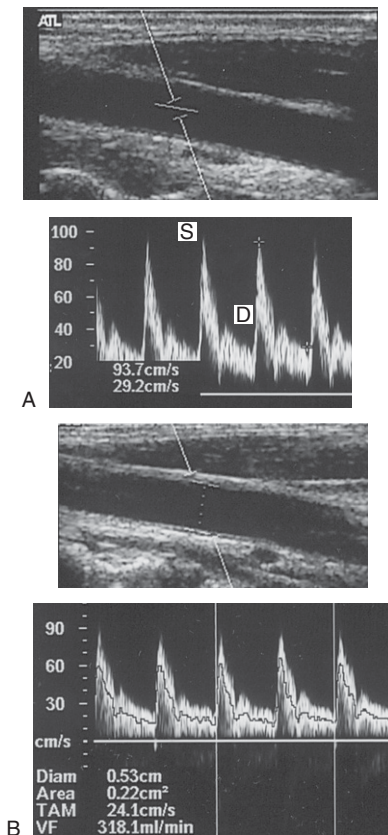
A: Das Dopplerspektrum zeigt die Messung der maximalen systolischen Spitzengeschwindigkeit *S* und der maximalen enddiastolischen Geschwindigkeit *D*. B: Die mittlere Strömungsgeschwindigkeit (dargestellt durch die schwarze Linie) lässt sich aus dem Dopplerspektrum errechnen. Mit einem großen Messfenster kann die Flussgeschwindigkeit sowohl an der Vorder- und Hinterwand als auch in der Gefäßmitte, nicht aber entlang der Seitenwände erfasst werden. Als Time Averaged Mean Velocity (TAM) bezeichnet man den Mittelwert sämtlicher über einen oder mehrere Herzzyklen ermittelten Werte für die mittlere Strömungsgeschwindigkeit. Der Volumenfluss (VF) entspricht dem Produkt aus den TAM-Messwerten und der Querschnittsfläche des Gefäßes (links unten angezeigt).
